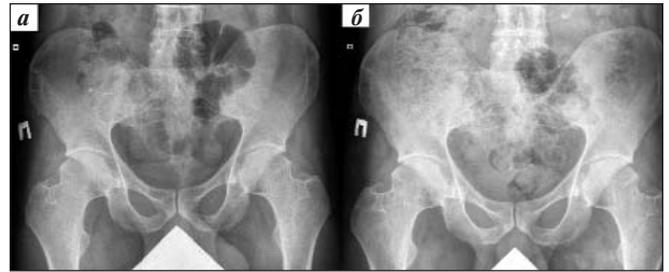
Больной Г., 34 лет. Обзорная рентгенография костей таза: исходно (а) и через год терапии (б)
